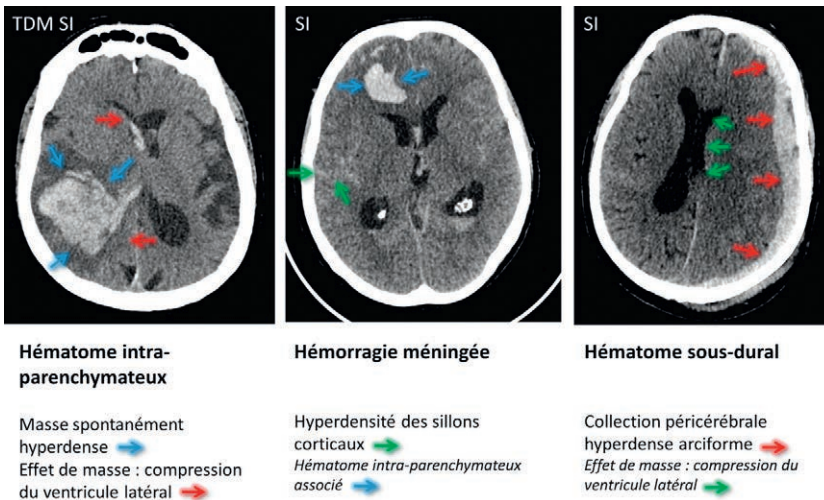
Hémorragies cérébrales en TDM.
